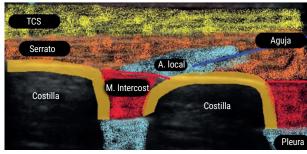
Ecografía y representación esquemática del bloqueo de las ramas cutáneas de los nervios intercostales (BRILMA).
